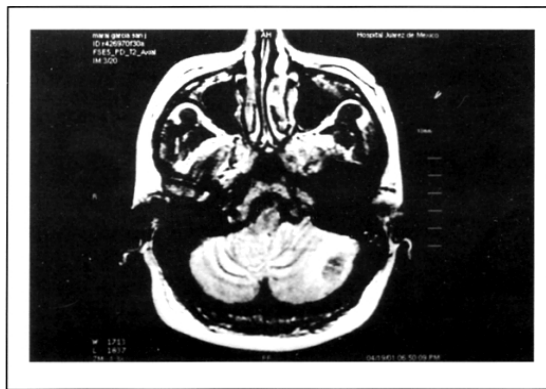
Resonancia magnética con secuencia T1. Imagen heterogénea hipotensa en el centro.
